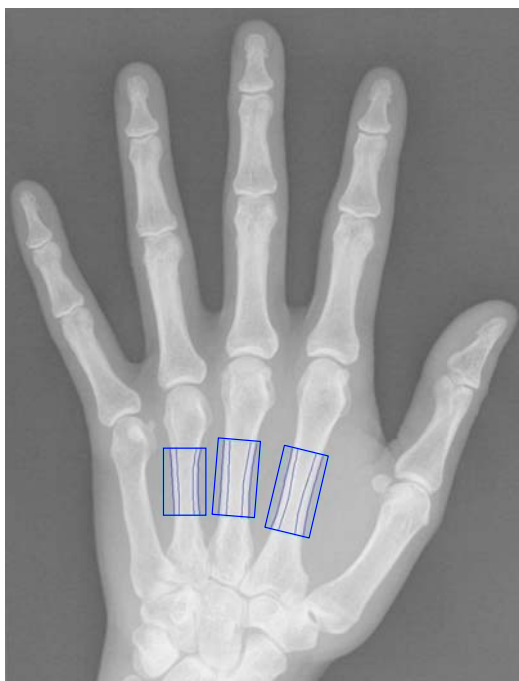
Bildschirmansicht des Pronosco X –posure Systems™ mit korrekter automatischer Festlegung der ROI's im digitalisierten Röntgenbild
